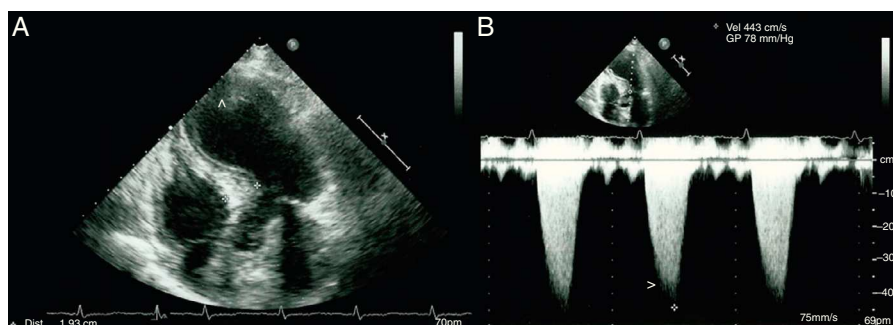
A) Imagen de ecocardiografía transtorácica, eje apical 4 cámaras, donde se evidencia hipertrofia septal basal con imagen de discinesia apical (punta de flecha). B) Trazados con Doppler continuo, observándose la morfología característica con aceleración tardía de la obstrucción dinámica al tracto de salida del ventrículo izquierdo (punta de flecha).
